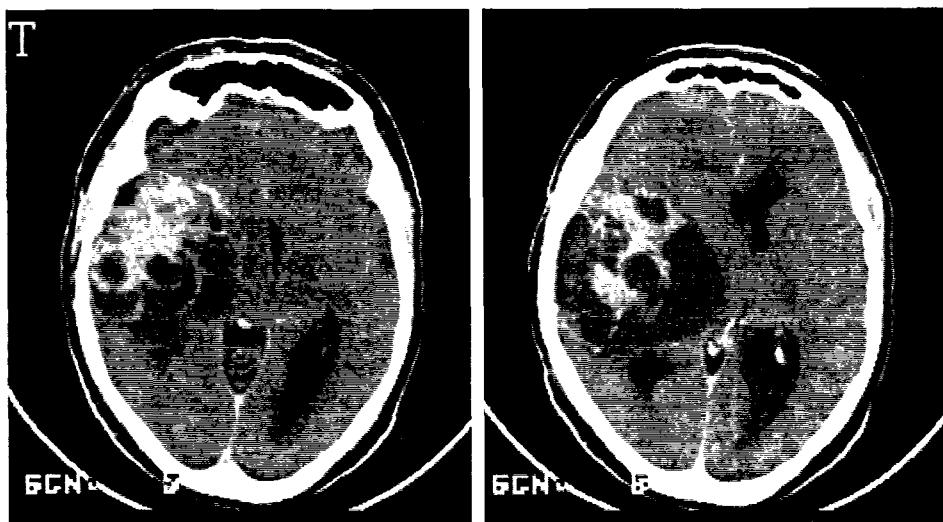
3B. 3a, 3. 3B. 3b. Aspect CT de glioblastom.
